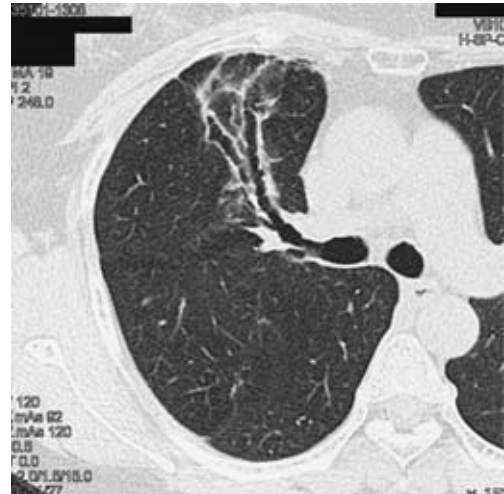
Chest CT findings 2 years later, showing only bronchiectasis in right B³.
